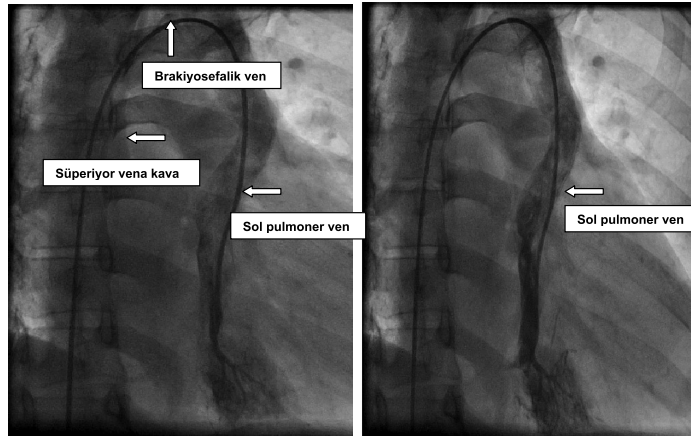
Pulmoner arter kateterizasyonu sırasında yapılan pulmoner arter anjiyografisi
